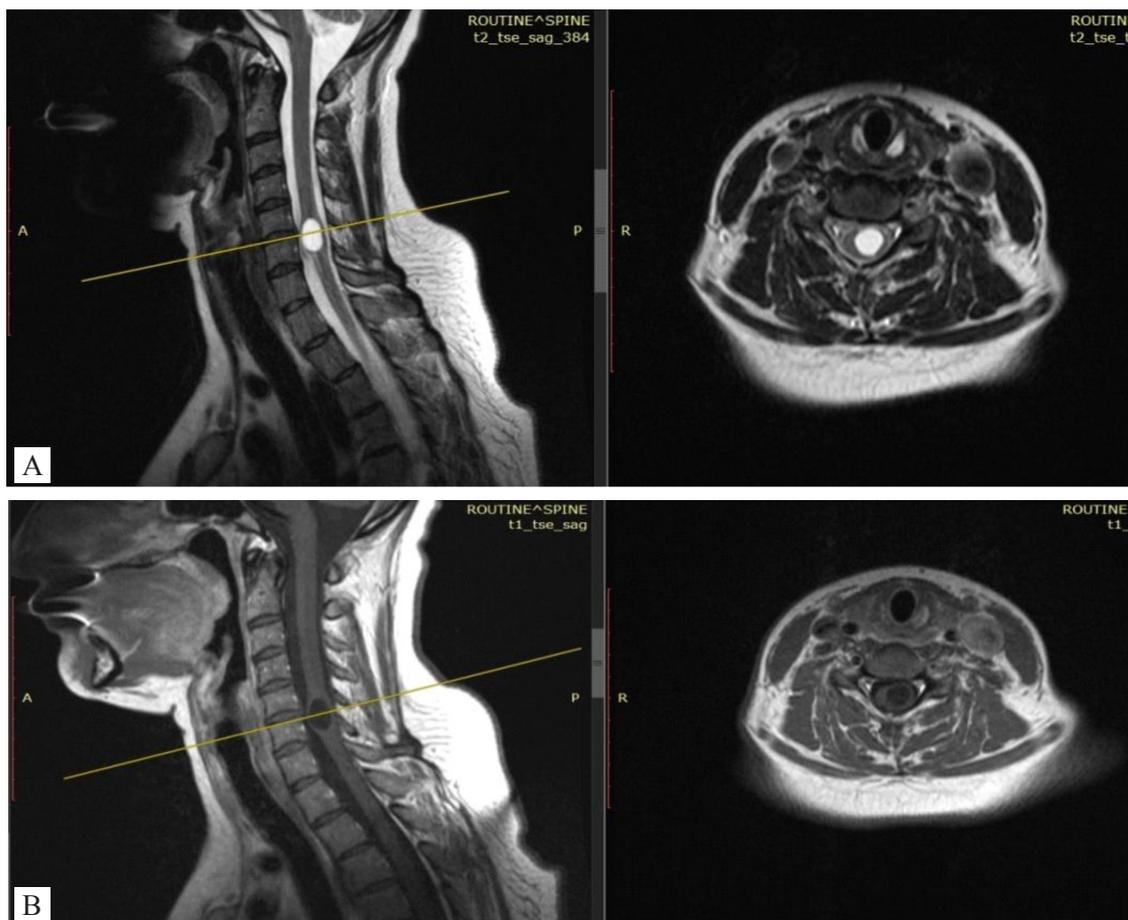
МРТ шейного отдела позвоночника до операции: А,Б – режим T1; В,Г – режим T2 с контрастированием.
